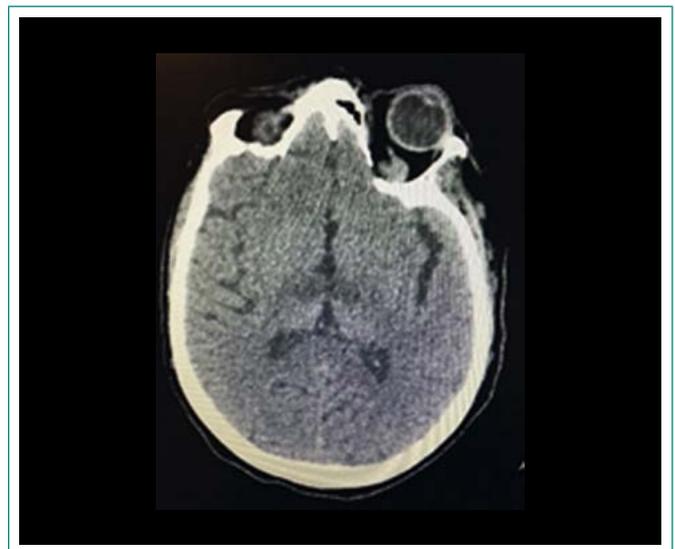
TC: hipodensidad bitalámica
